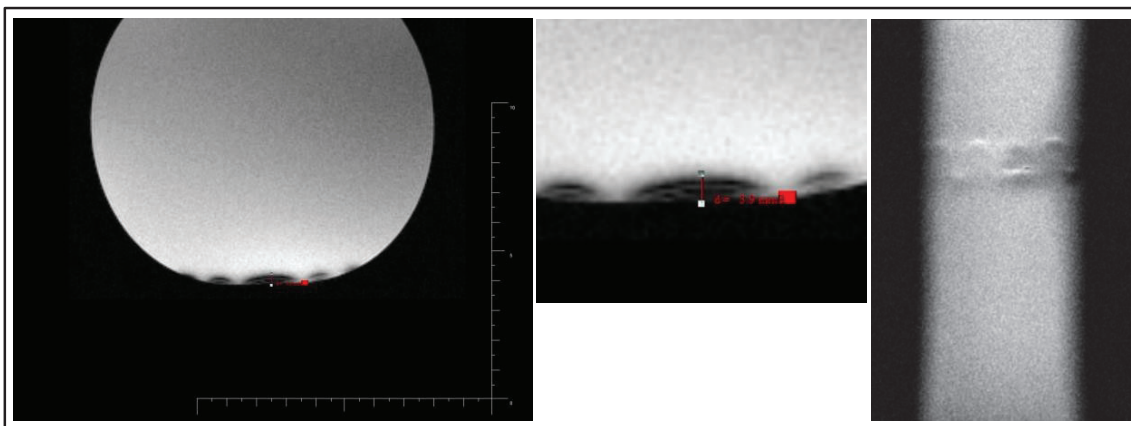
左：T1強調Flash2D GREシーケンスを用いた横断面MRI画像。中央：左の画像の拡大図。磁化率アーチファクトにより、3.9 mmの信号欠損が認められる。右：T1強調STIRシーケンスを用いた、RFIDタグの位置における冠状断面画像。
